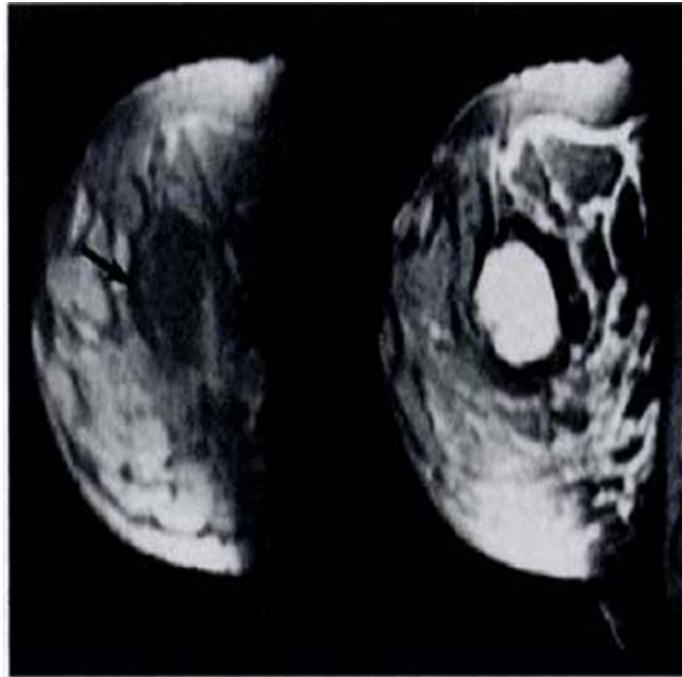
IRM sagittale tridimensionnelle pondérée en T1 avant (à gauche) et après (à droite) administration du produit de contraste. L'image à droite montre une masse bien limitée avec une prise de contraste homogène [63].
